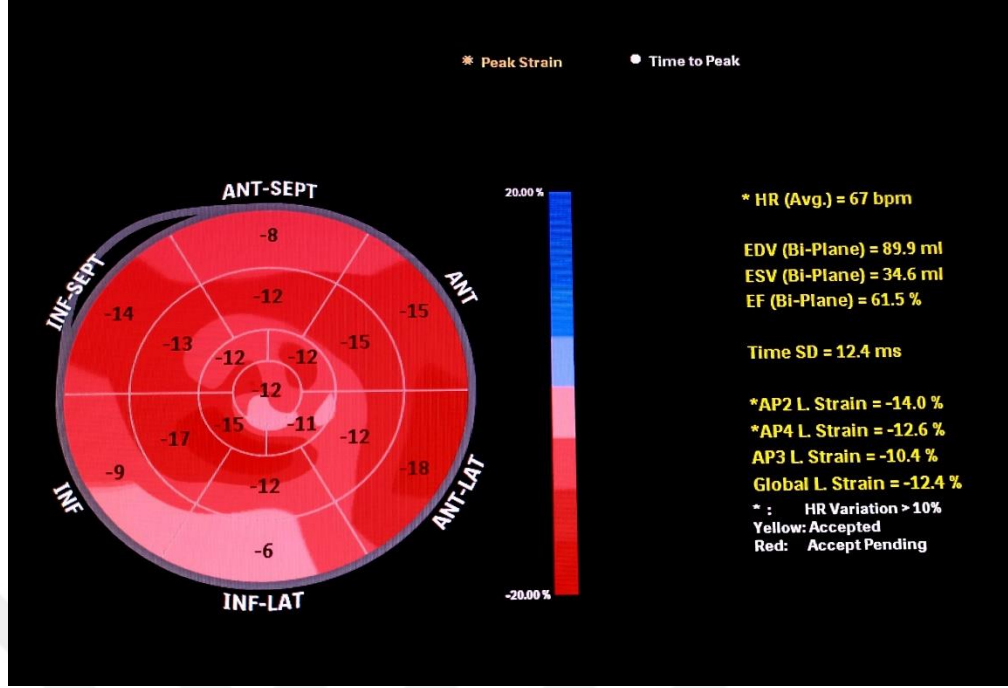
Speckle tracking ekokardiyografide benek takibi. Kaynak (45)'den uyarlanmıştır.
